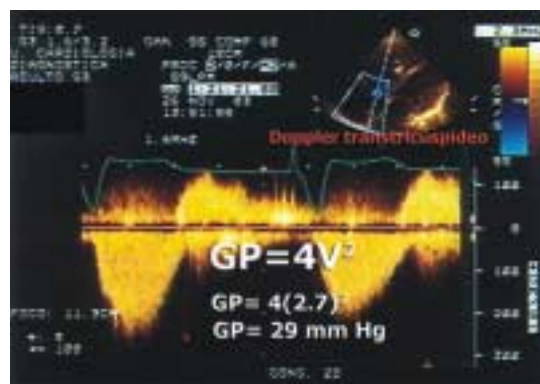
Doppler transtricuspídeo. La velocidad máxima del jet regurgitante es de 2.7m/seg. Aplicando la ecuación de Bernoulli modificada, el gradiente o diferencia de presión entre el ventrículo y la aurícula derechos se estima en 29mmHg. Si a esto se le suma la presión esperada de la aurícula derecha (12mmHg), puede estimarse la presión sistólica de la arteria pulmonar en 41mmHg
